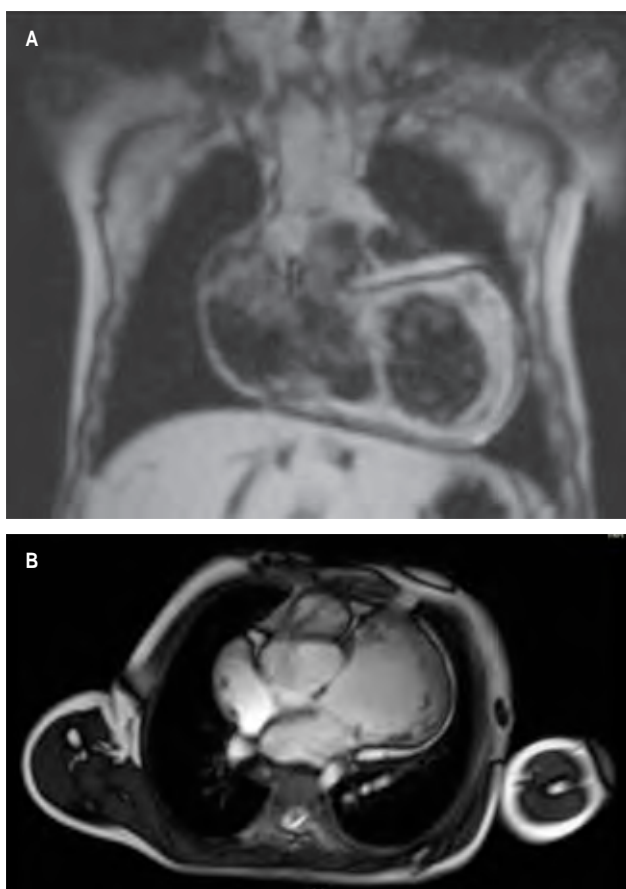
Resonancia magnética cardíaca.
